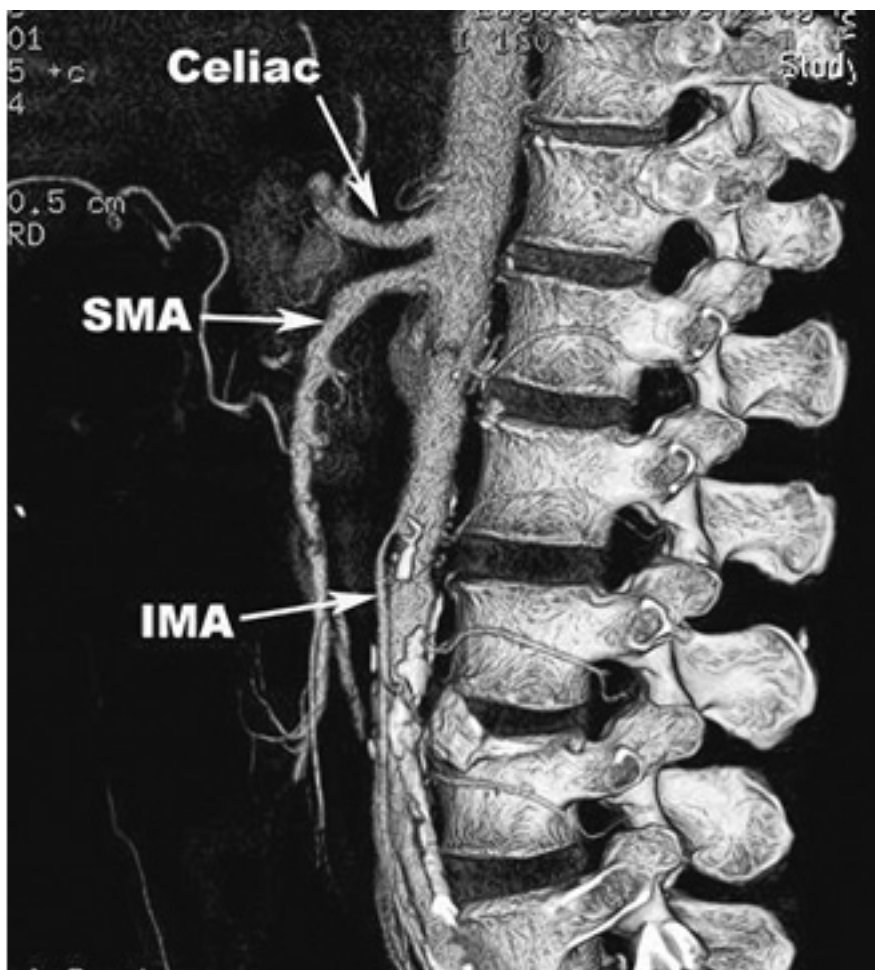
Angio-CT cu reconstrucție 3 D. Imagine normală
